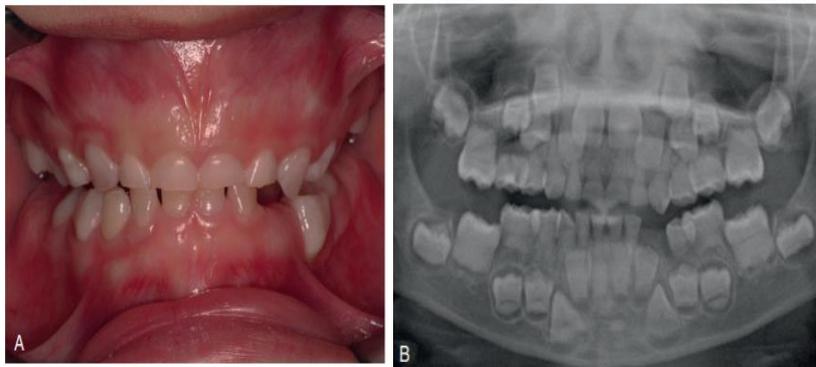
(A) Paciente con dentición primaria de apariencia clínicamente normal. (B) Ortropantomografía del mismo paciente. Presenta las raíces cortas, sin canales de pulpa, y cámaras pulpares en forma de media luna. (Cortesía del Dr. Thomas Ison.)
